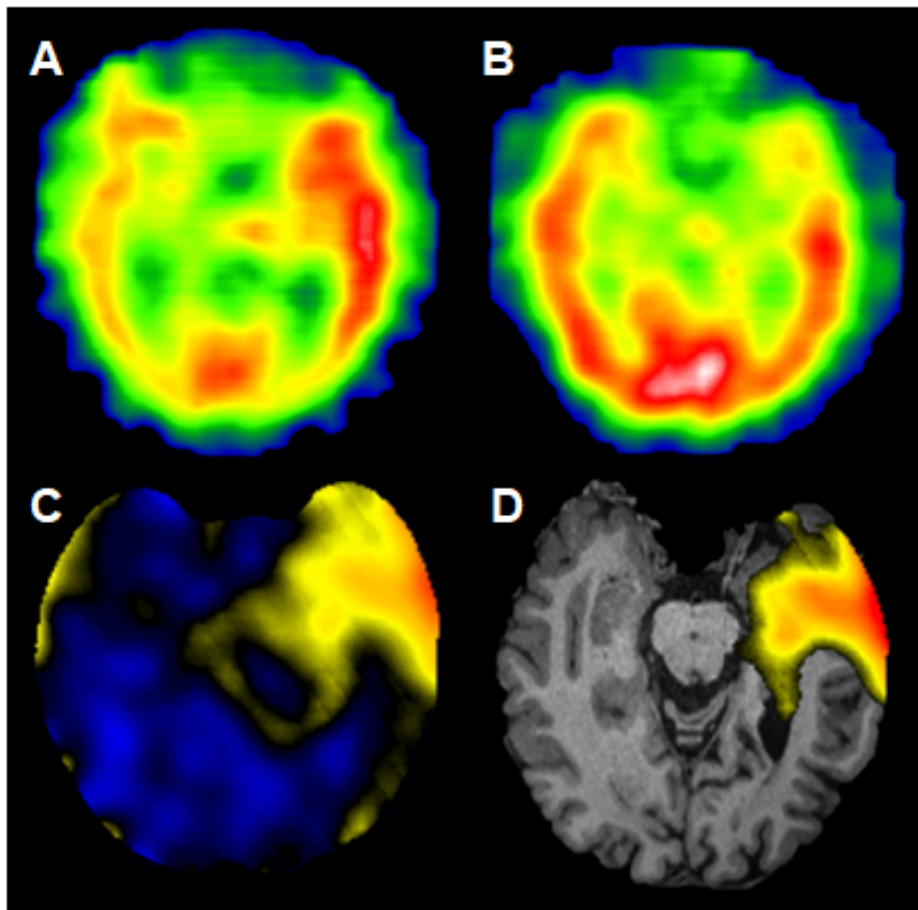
SPECT y SISCOM con una zona de inicio ictal temporal izquierda
